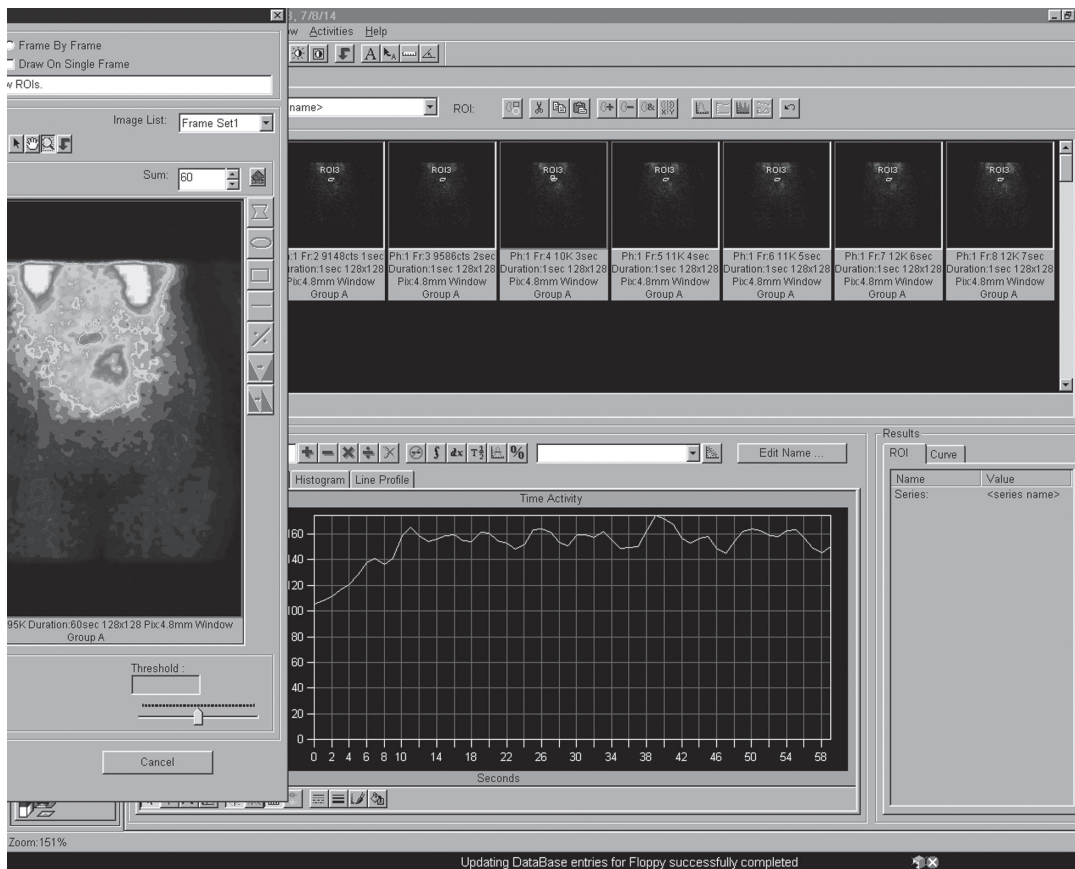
Ангіограма з метастазу в кістках таза з високою фіксацією РФП, після висхідного сегмента спостерігається «плато». Сцинтиграми та ангіограми отримані при проведенні радіонуклідної ангіографії з <sup>153</sup>Sm-оксабіфром
